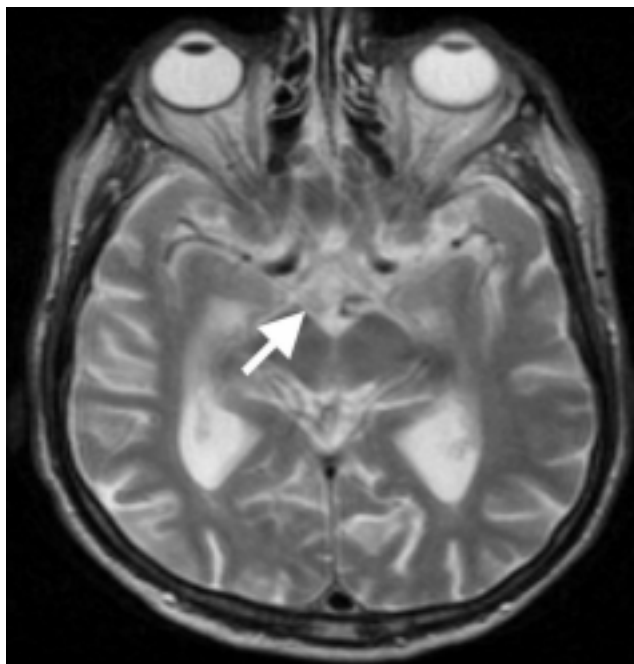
Hiperintensidad cuerpos mamilares T2 RMN
